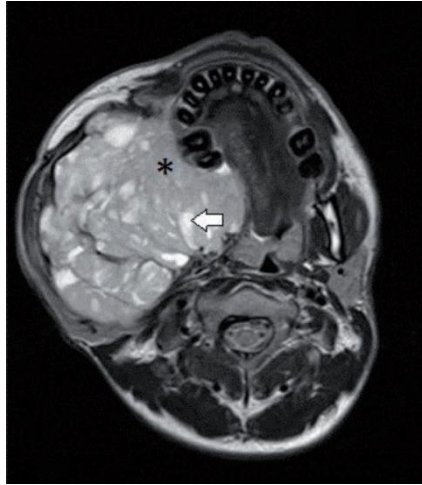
Imagen axial por resonancia magnética del ameloblastoma sólido mandibular, en ponderación T2, muestra el componente sólido con señal alta (asterisco) y las zonas internas con señal muy alta (flecha), sugerentes de espacios quísticos (15).
